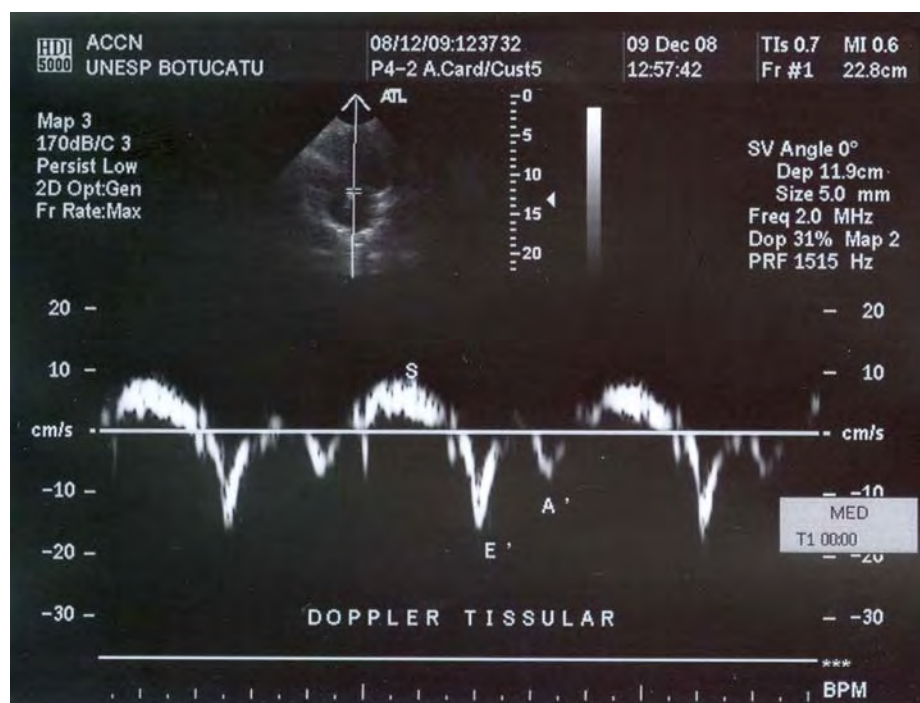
Ilustração de ecocardiograma com Doppler tissular da avaliação da velocidade de deslocamento diastólico inicial ($E' = VE - Et$) e tardio ($A' = VE - At$) da parede septal do ventrículo esquerdo.
